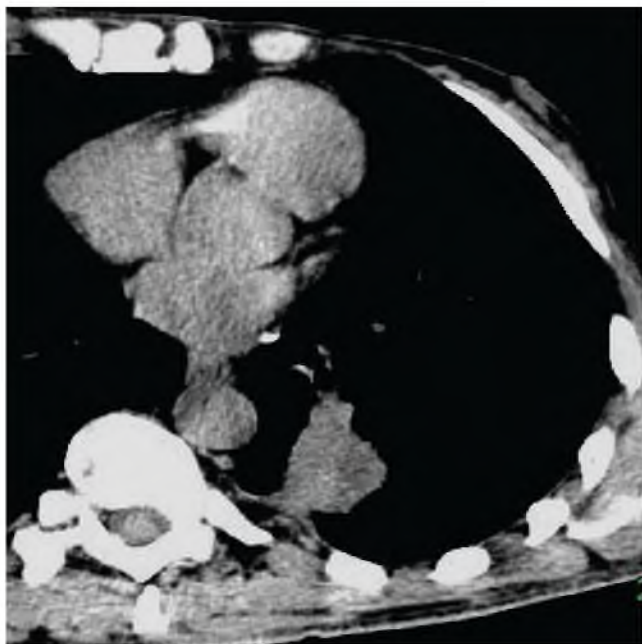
КТ. Преддеструктивный этап образования острой каверны. Обширная зона пониженной плотности в туберкулеме – область некротизации. КТ-исследования проводили на 64-срезовом томографе SCENARIA фирмы HITACHI с применением программы трехмерного бронхиального анализа
